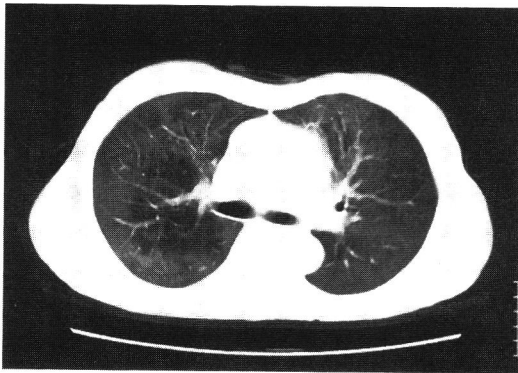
2 治療前の胸部単純CT(1) (肺野条件)
